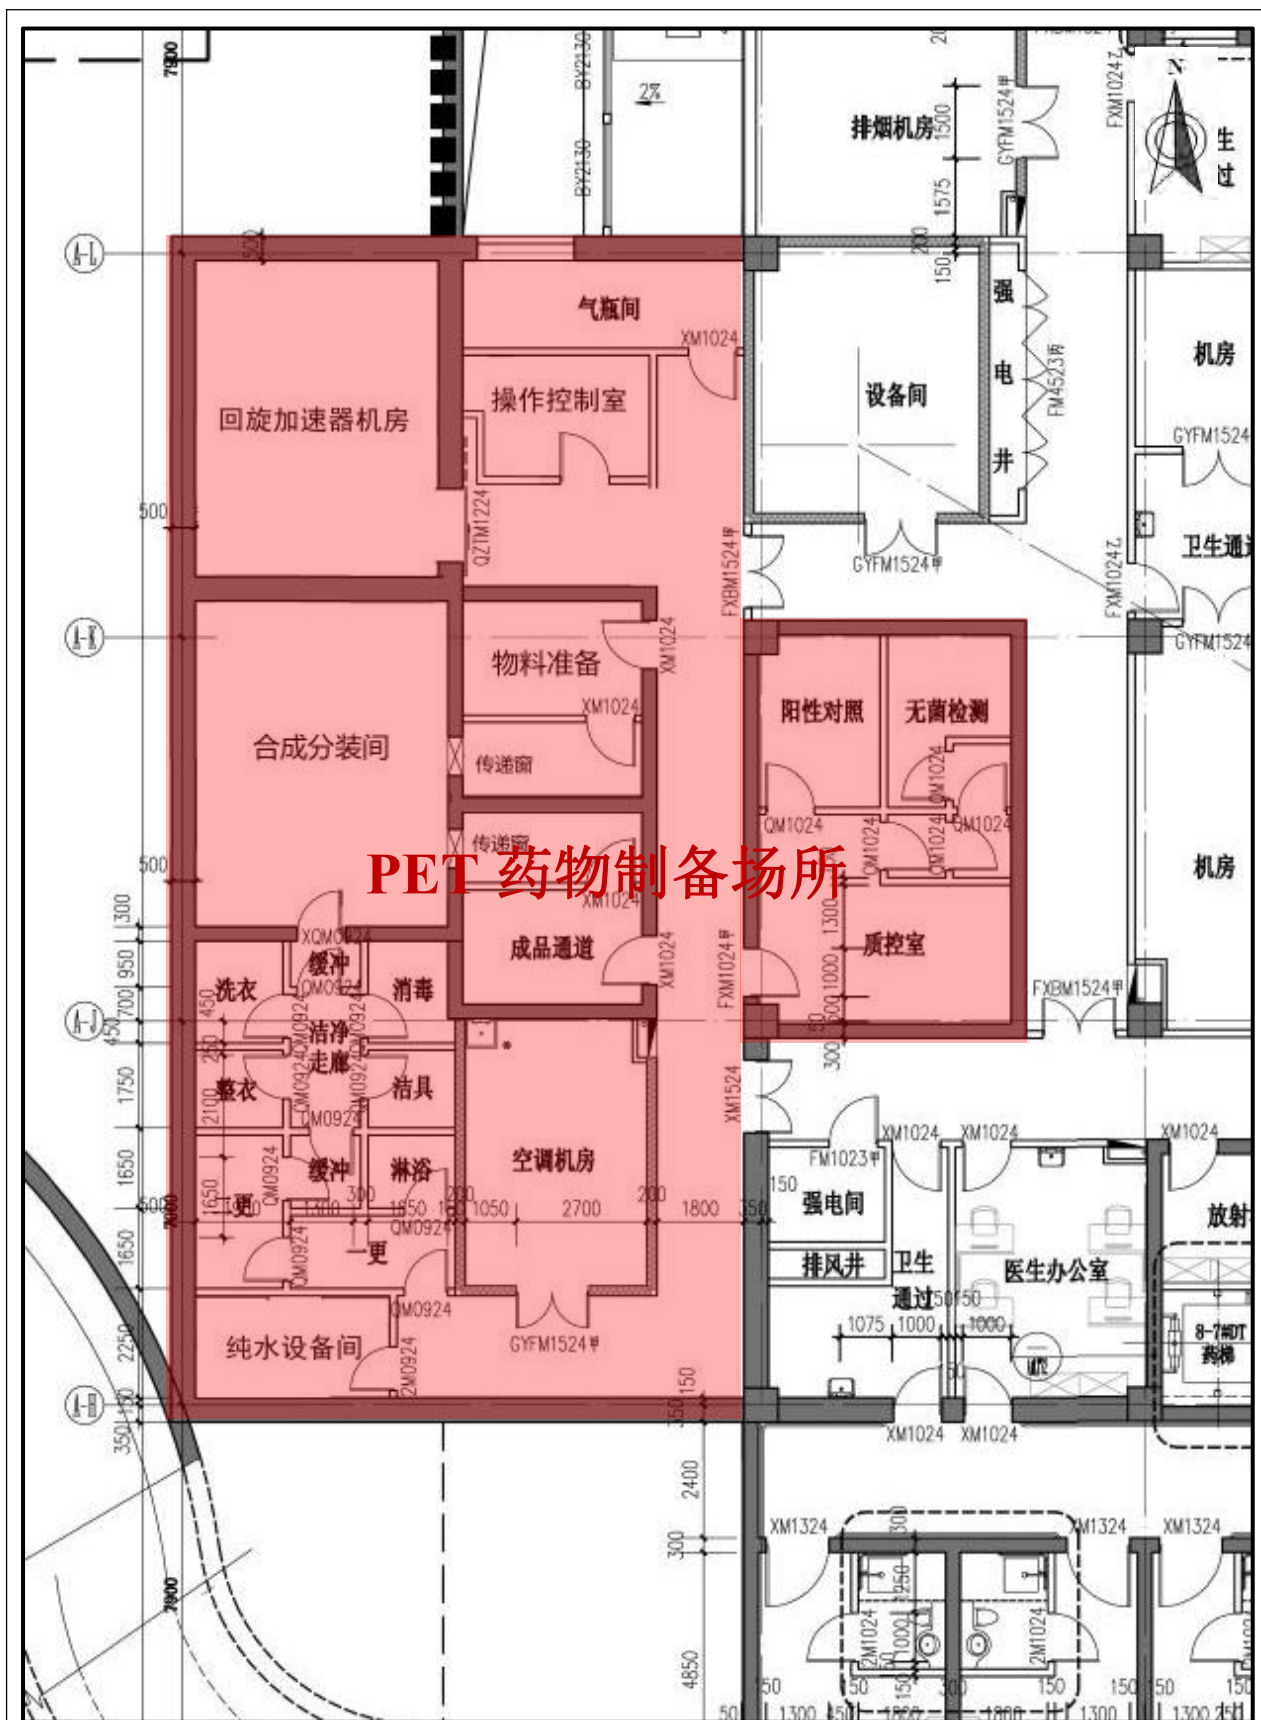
核医学科 PET 药物制备场所布局图
